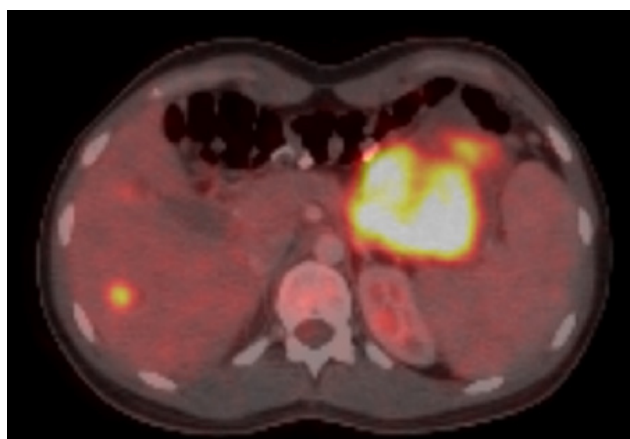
The liver presented multiple hypodensity lesions in segments V, VI, VII and VIII, the largest lesion on segment VI with 17 mm, associated with an increased metabolism with a maximum SUV of 7.1 and splenomegaly. No mesenteric, retroperitoneal adenopathy, iliac chains or inguinal were identified
